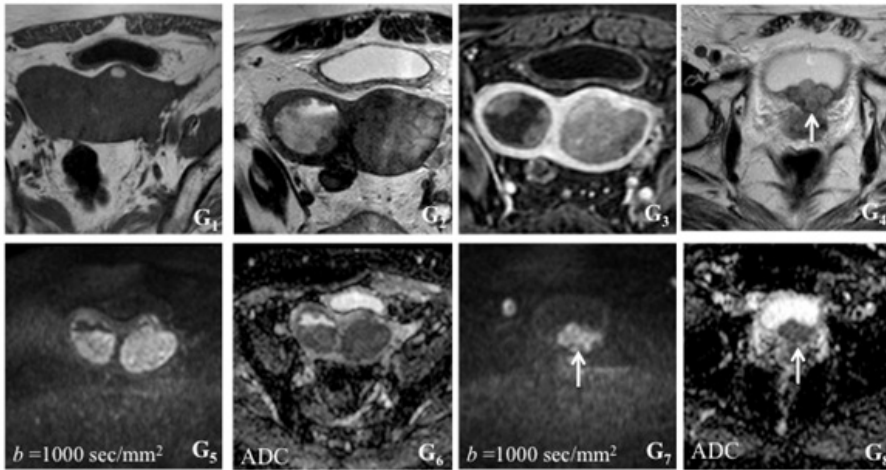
Exemplos de vários estádios de carcinoma do endométrio em estudo RM
